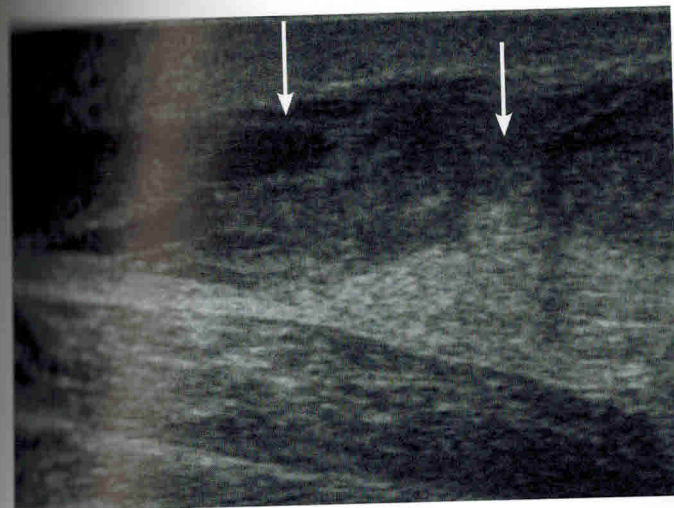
УЗИ голеностопного сустава. Тотальный разрыв пяточного сухожилия. Дефект волокон сухожилия, утолщение, снижение эхогенности от разорванных концов сухожилия (стрелки)
